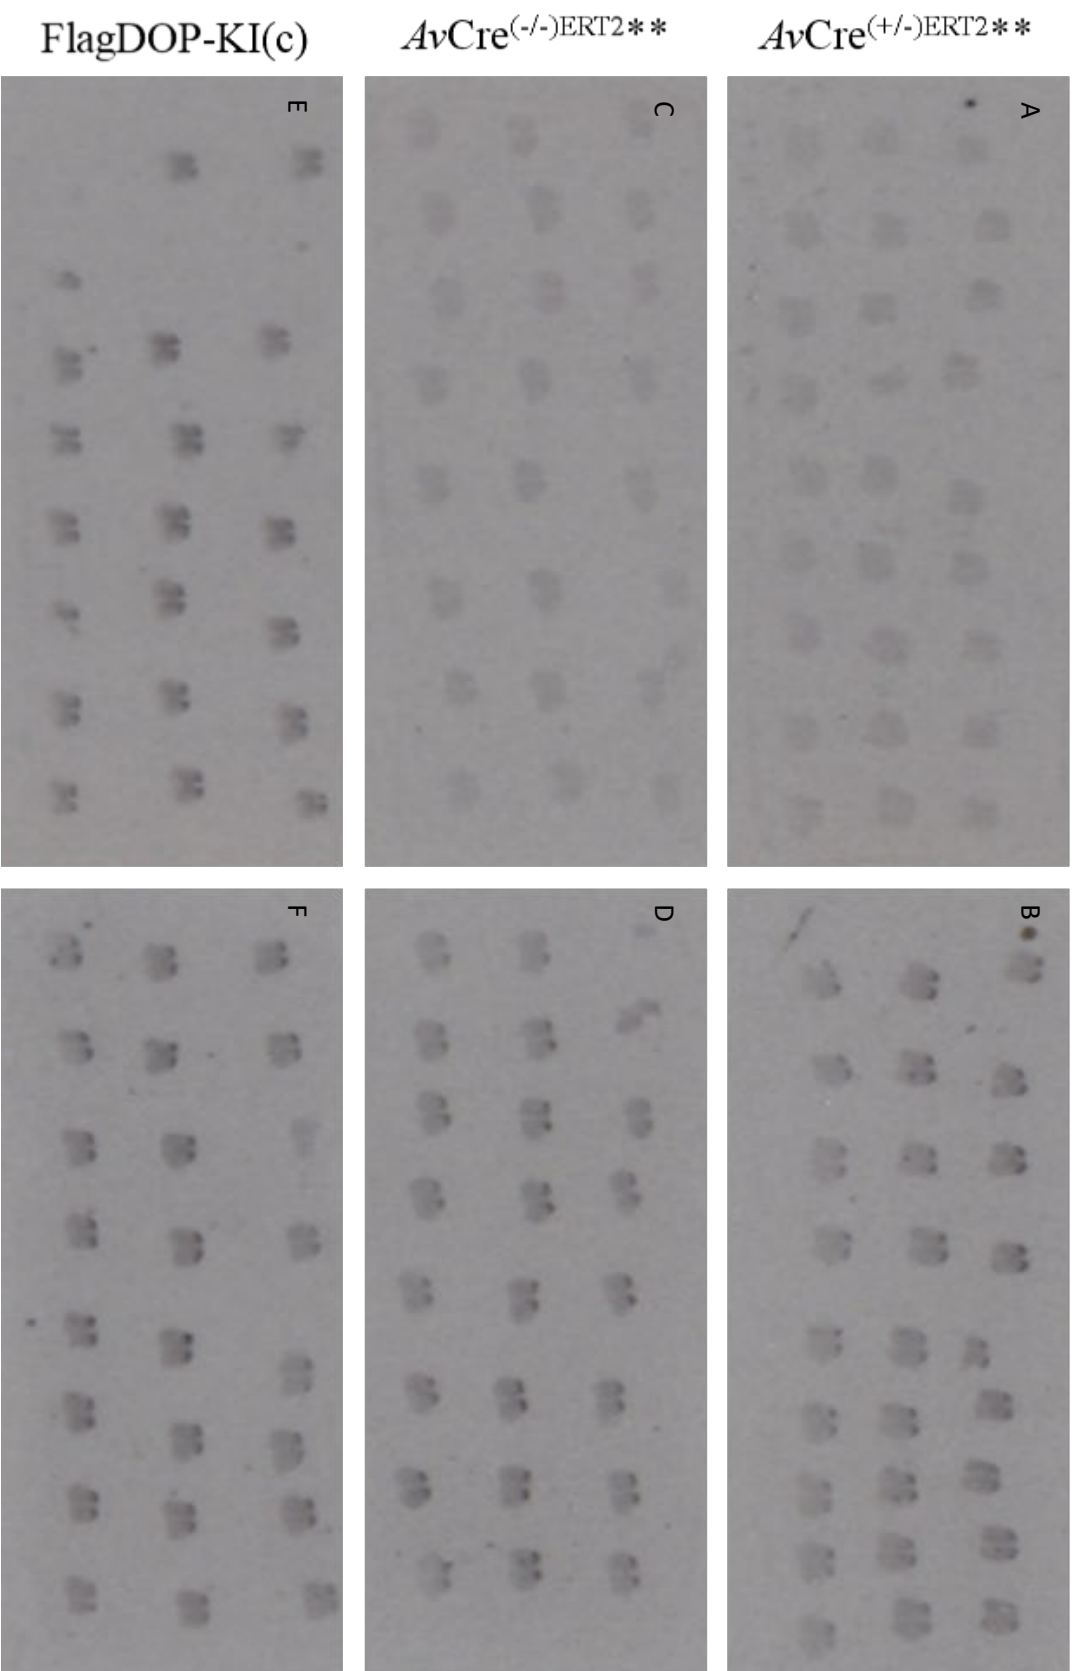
Autoradiographie sur sections avec ligand [<sup>125</sup>I]-Deltorphine I \*\* Les souris utilisées (*AvCre*<sup>(+/-)</sup>ERT2 et *AvCre*<sup>(-/-)</sup>ERT2) ont perdu leurs tags d'identification avant que leurs tissus ne soient collectés et ainsi l'affichage utilisé pour ces dernières est aléatoire et seulement à but représentatif.
